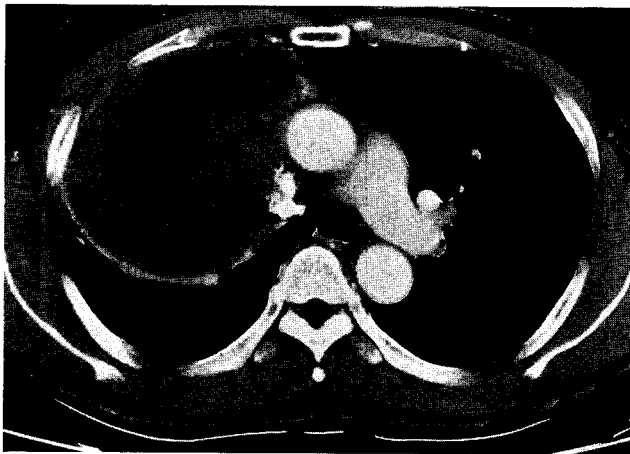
CT scan showing heterogenous mass in right anterior hemithorax.
